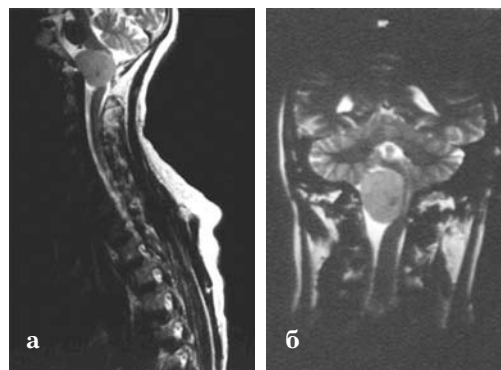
МРТ. Вентролатеральна краніоспінальна менингіома. а — сагітальний зріз; б — фронтальний зріз.
